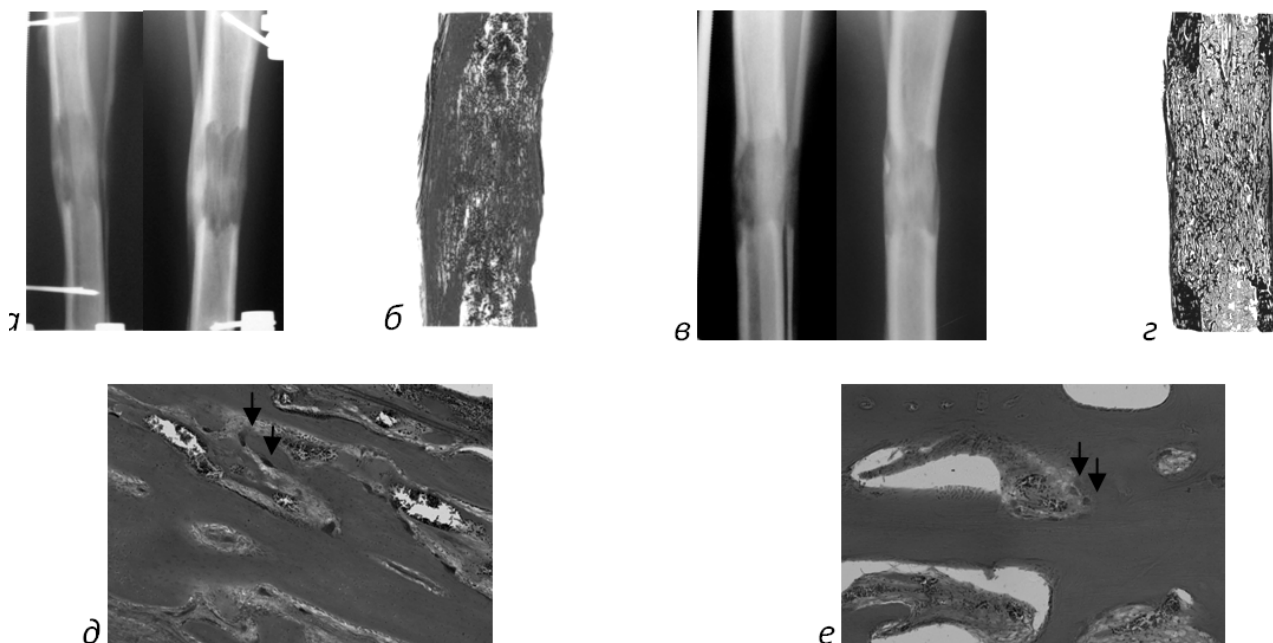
Особенности строения регенерата по окончании периода фиксации. А, д - рентгенограммы регенерата большеберцовой кости. Б, е - гистотопогаммы продольного распила диафиза большеберцовой кости. Окраска по Ван-Гизону. Увеличение - 1,5х. В, ж - микрофото зоны соединительнотканной прослойки, замещенной трабекулярной костью. Стрелками обозначены прикрепленные к поверхности трабекул остеокласты. Увеличение -100х. Окраска гематоксилином и эозином.
